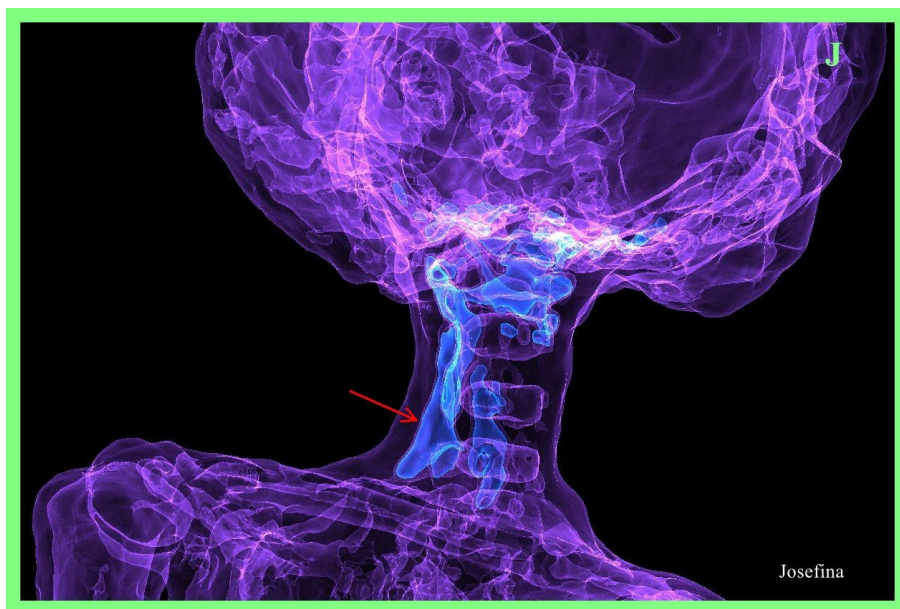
Vista oblicua de TC 3D de 'Josefina' en semitransparencia que muestra venas prominentes (flecha roja) en el lado derecho del cuello comunicándose con un plexo bajo el cráneo.
